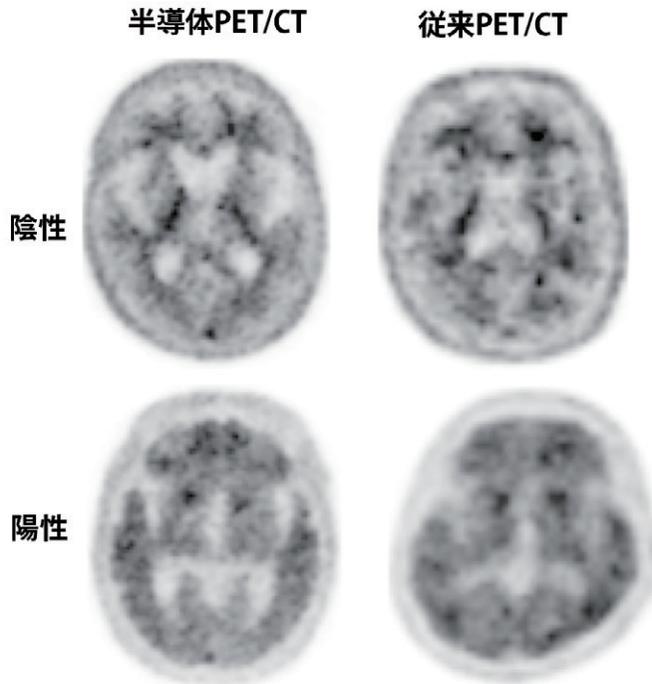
$^{11}\text{C}$ -PiB PETによるアミロイド陰性例と陽性例
